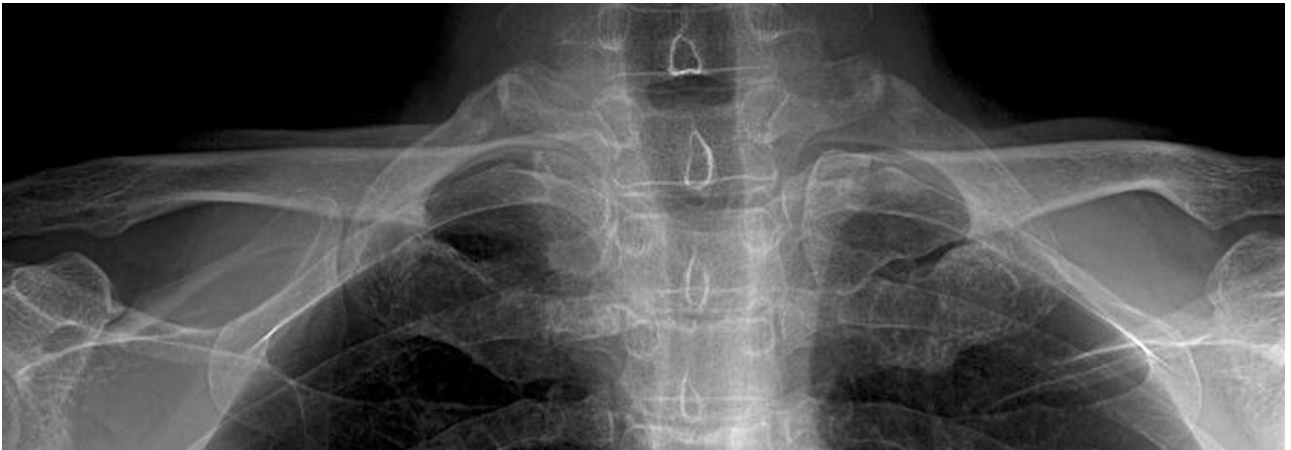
The 2-year follow up posteroanterior clavicular radiograph shows no specific findings.
